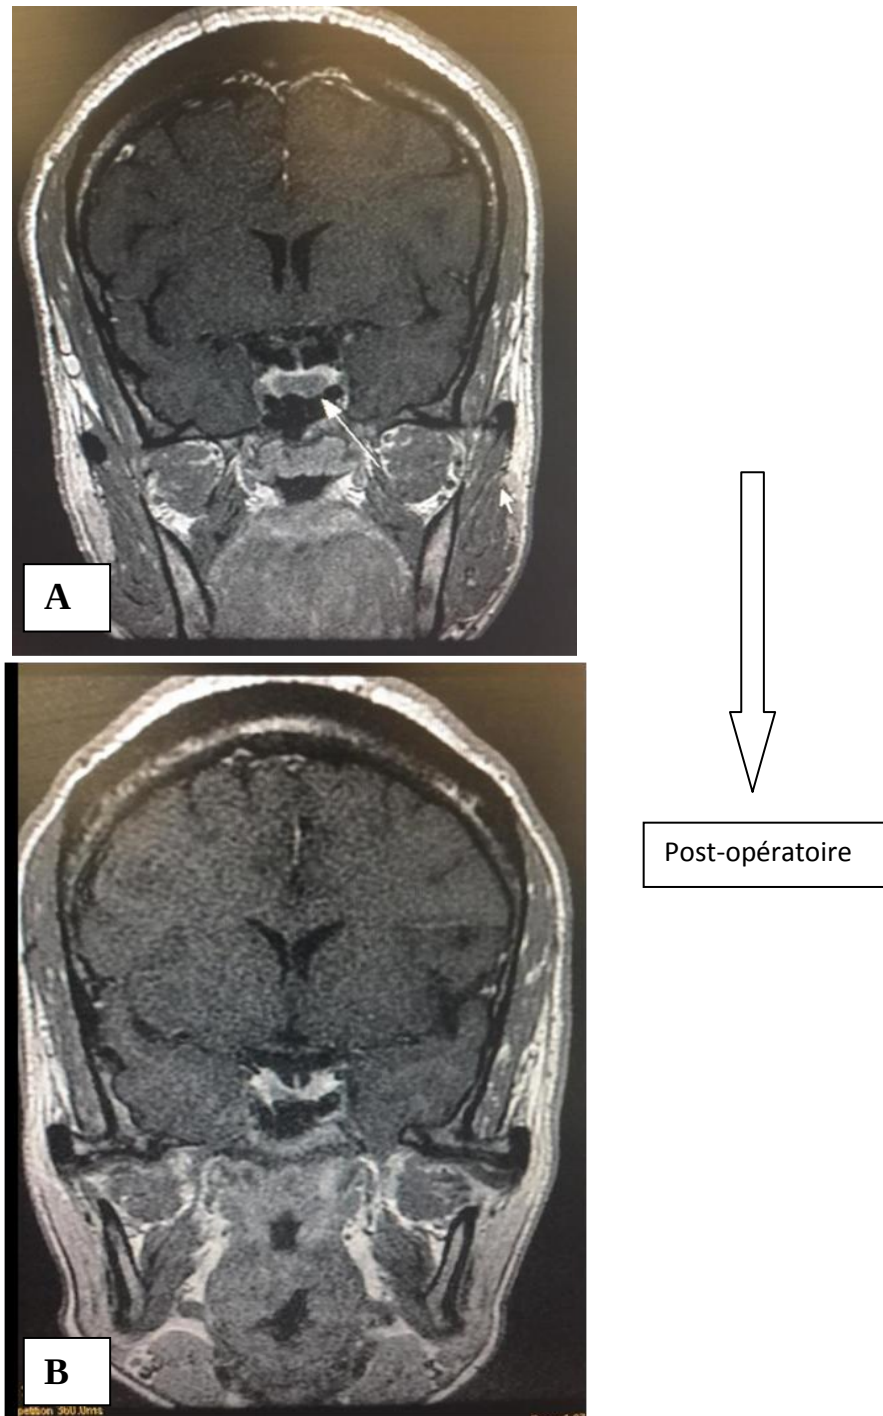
IRM cérébrale préopératoire en coupe coronale T1 injectée montrant un macroadénome hypophysaire de 16 mm (A). IRM hypophysaire de contrôle en coupe coronale T1 injecté montrant un résidu tumoral de 3 mm (B).
